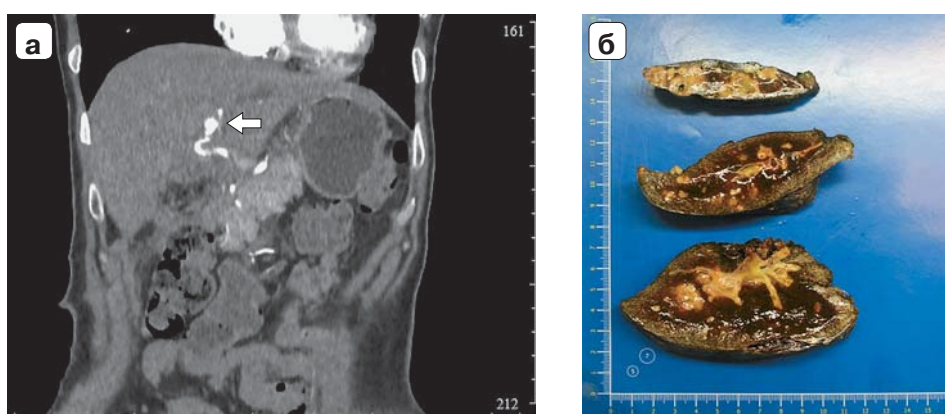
Клиническое наблюдение №2: а — компьютерная томограмма, фронтальная проекция, псевдоаневризма ЛПА указана стрелкой; б — макрофото, в ткани печени воспалительная инфильтрация с формирующимися абсцессами, выраженный перидуктальный фиброз.
